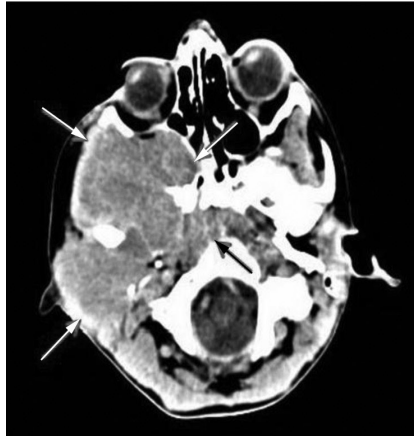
Хворий К., 8 р. КТ нейробластоми латеральних вiддiлiв основи черепа з поширенням екстракранiально.
